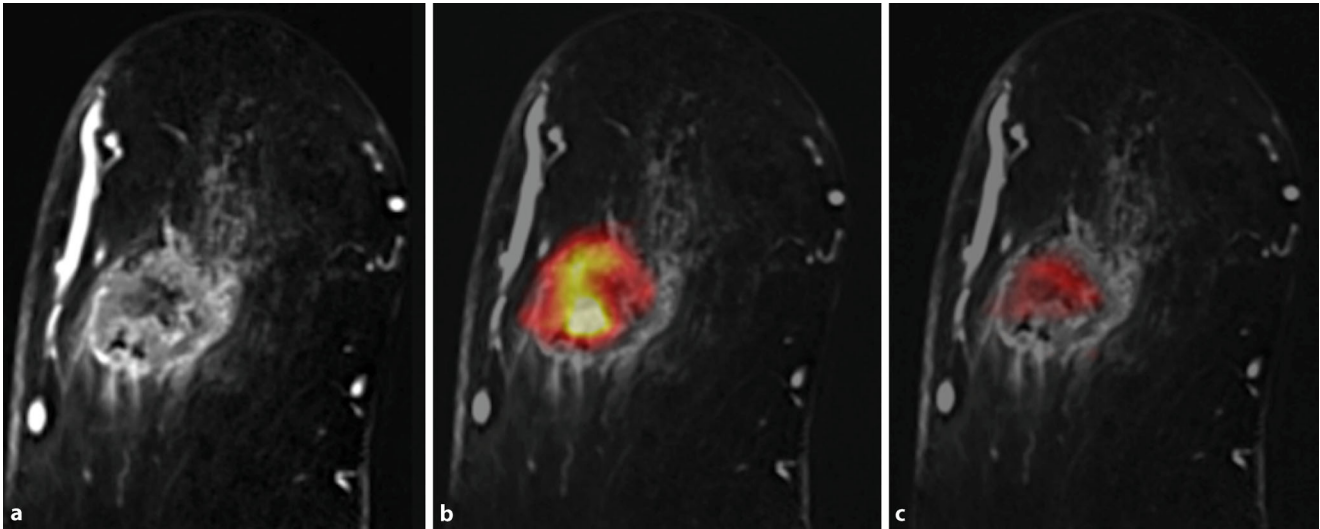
▲ Kombinierte ^{18}F -FDG- ^{18}F -FMISO-PET-MRT. 57-jährige Patientin mit einem invasiven duktalem Mammakarzinom G3 retromammillär rechts. a In der kombinierten ^{18}F -FDG- ^{18}F -FMISO-PET-MRT ist eine irregulär konfigurierende und berandete heterogen enhancing Läsion deutlich zu erkennen. b ^{18}F -FDG-avide Zeichen im Sinne einer gesteigerten Glykolyse als Hinweis auf Malignität. c Zusätzlich zeigt die Läsion zentral eine ^{18}F -FMISO-Akkumulation hinweisend auf eine Tumorphoxie. *FDG* Fluordesoxyglukose, *FMISO* Fluoro-Misonidazol, *PET* Positronenemissionstomographie
